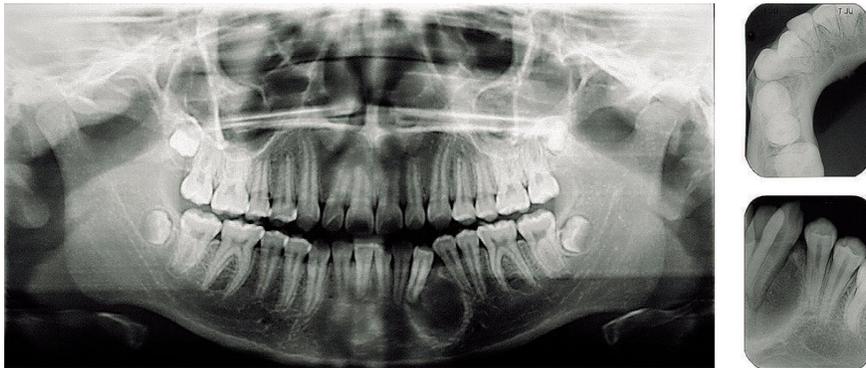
Radiografía Panorámica (izquierda). Radiografía Oclusal (derecha arriba). Radiografía Periapical (derecha abajo).
